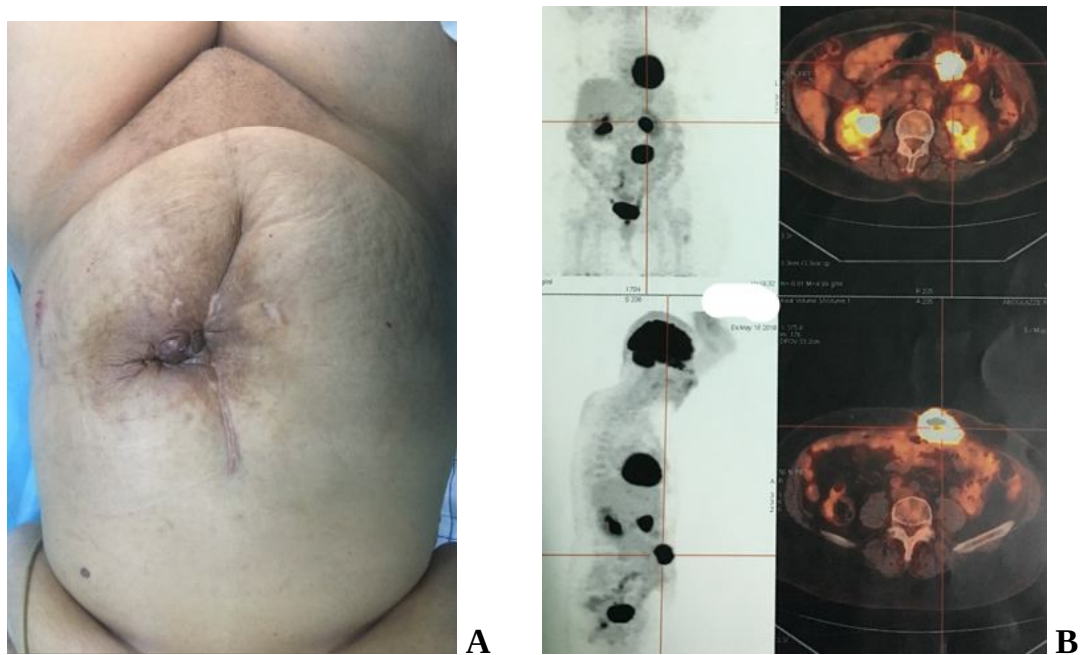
Fistule colo-cutanée tumorale chez une patiente aux antécédents de chirurgie pelvienne. A : aspect clinique ; B : hypermétabolisme sur le PET-scan ;
